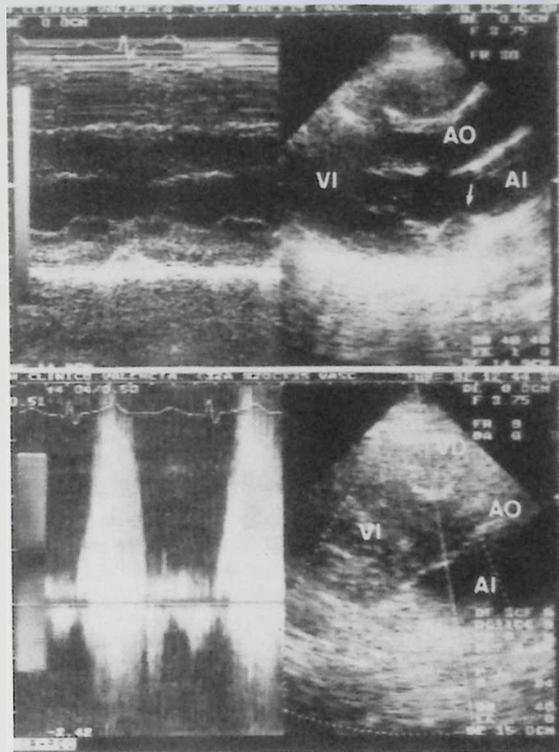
Ecocardiogramas transtorácicos: Arriba: Imagen obtenida desde la posición paraesternal (plano longitudinal) en la que se observa a nivel del surco aurículo-ventricular izquierdo un vaso de unos 15 mm de diámetro transverso que corresponde al seno coronario dilatado. Abajo: Imagen obtenida desde la misma posición en la que se registra con Doppler continuo y codificado en color el flujo a través de la CIV. Abreviaturas: AI= aurícula izquierda, AD= aurícula derecha, AO= aorta, AP= arteria pulmonar, VI = ventrículo izquierdo, VD = ventrículo derecho.
